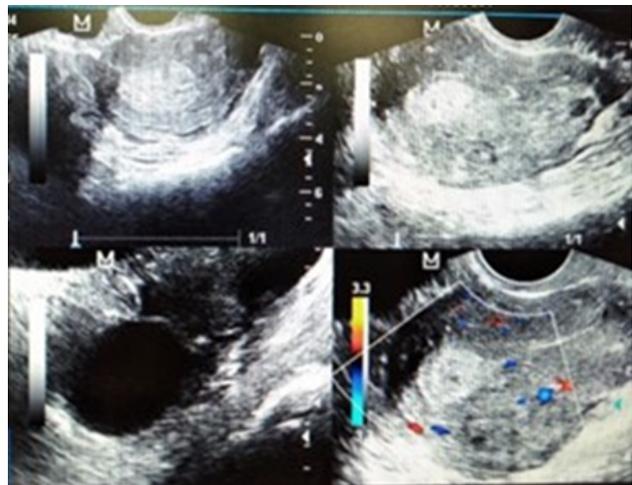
Ecosonografía transvaginal donde se aprecia quiste de ovario izquierdo y mioma en pared posterior del útero
